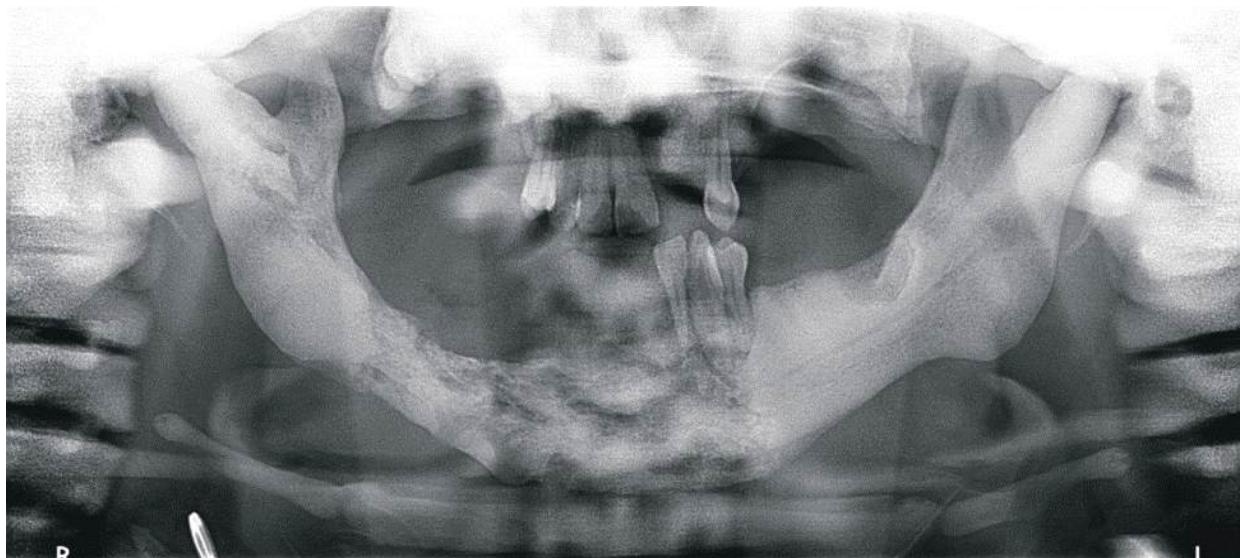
Ortopantomografía inicial.
